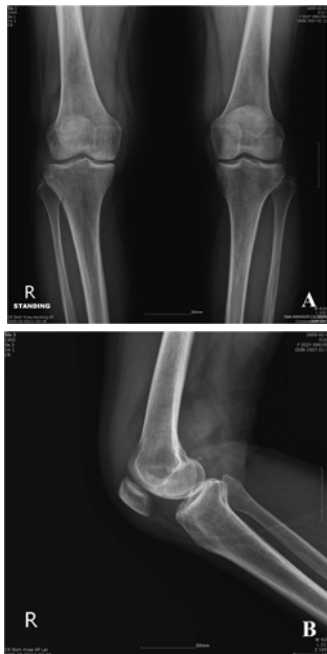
A. On preoperative AP radiograph, there is no significant joint space widening of femorotibial joint. The radiograph shows bony sclerosis of medial compartment of right knee. B. On lateral radiograph, there is increased soft tissue shadowing on popliteal fossa.
